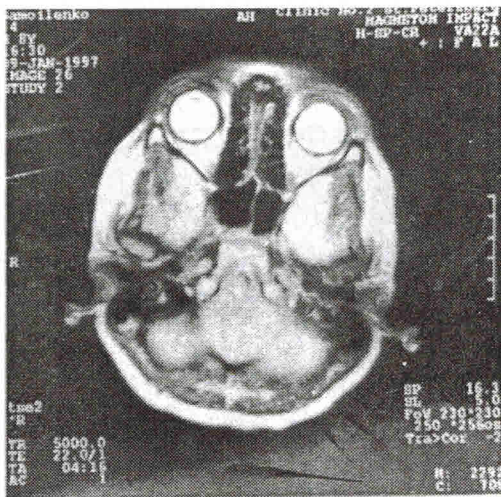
На МРТ мальчика 10 лет хорошо обозрима соустья клиновидных пазух, более широкое справа.
